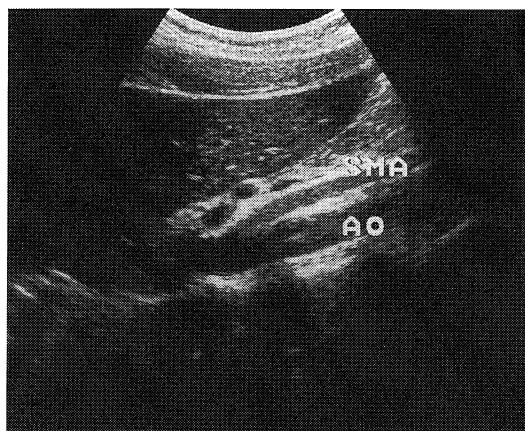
Sonographic examination showed the acute aortomesenteric angle without a tomorous lesion. AO represents the abdominal aorta.
